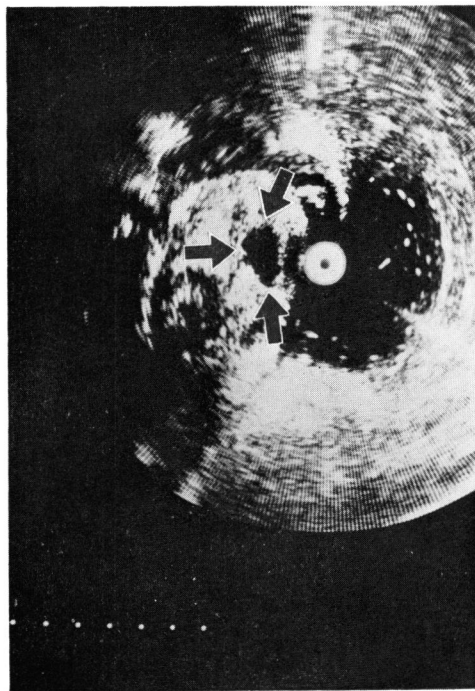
Ultrasonic tomogram reveals renal arterial aneurysm (arrow).
